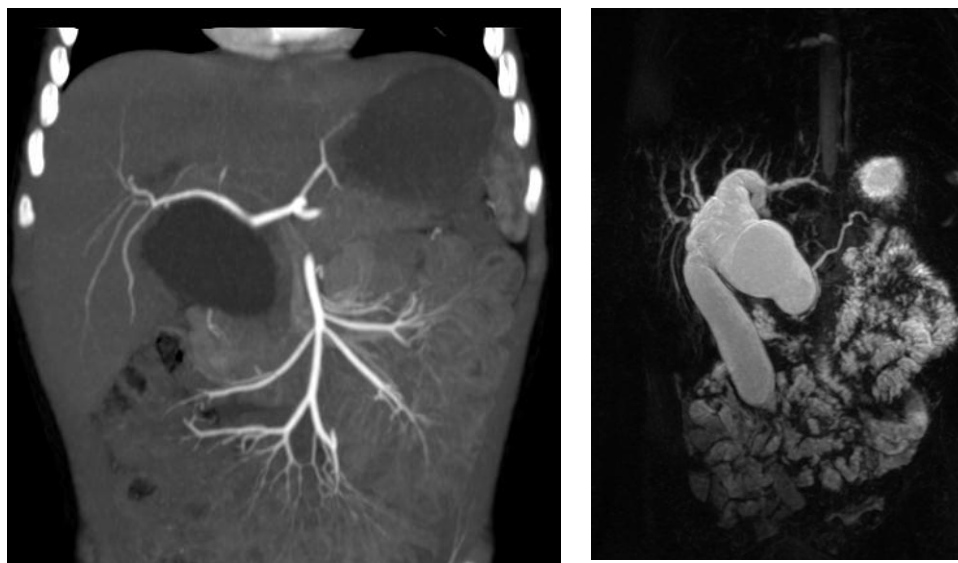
КТ больного 2 мес. с кистой холедоха I типа. В проекции ворот печени определяется гигантских размеров кистозное образование, с гомогенным содержимым.
